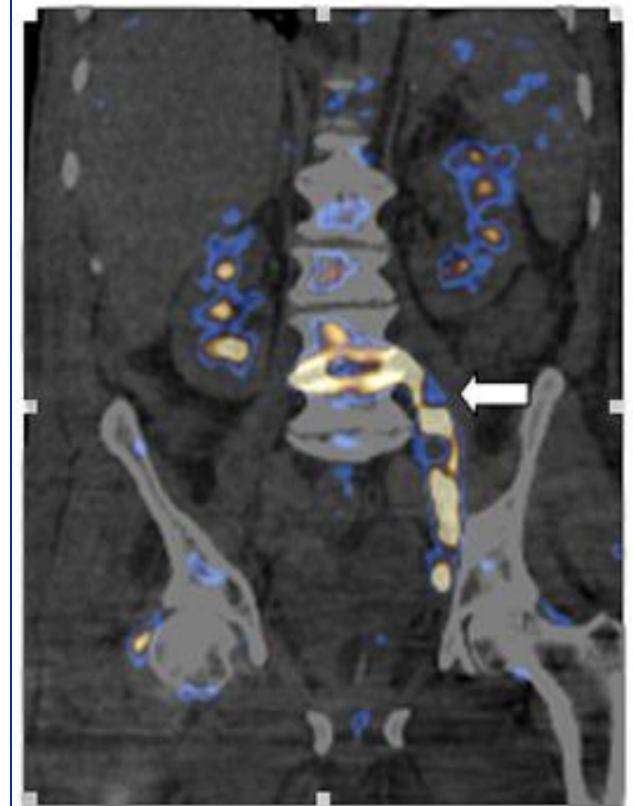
Fluorine 18-labeled fluorodeoxyglucose fused positron emission tomographic–computed tomographic image of a patient with diskitis and left-sided psoas abscess. Note swollen left psoas muscle (arrow) compared with right side.
